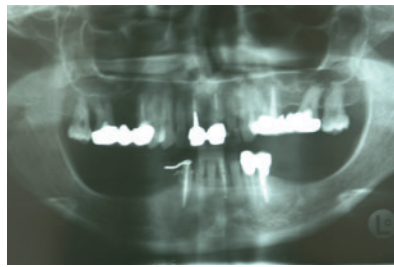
Orthopantomographie du patient en question. On constate une atrophie mandibulaire bilatérale. Le traitement du côté droit sera présenté ici.
